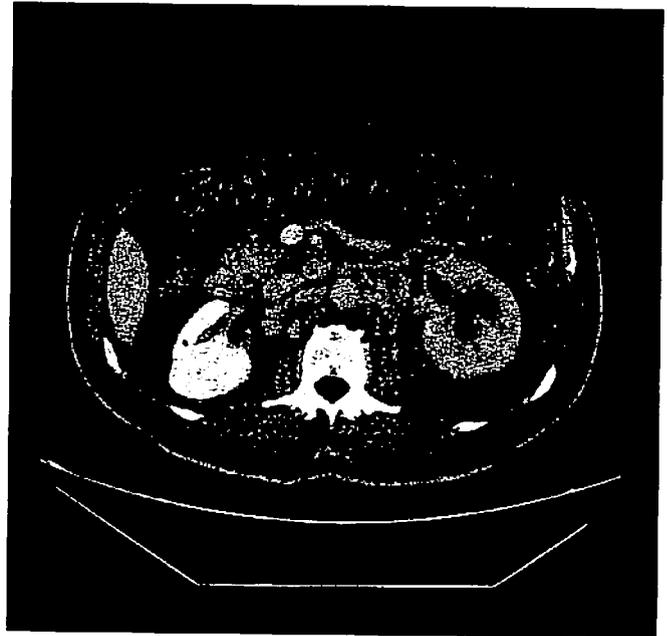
Aspetto TC della trombosi della vena renale sinistra. La vena appare dilatata, tortuosa, con materiale disomogeneo al suo interno.
